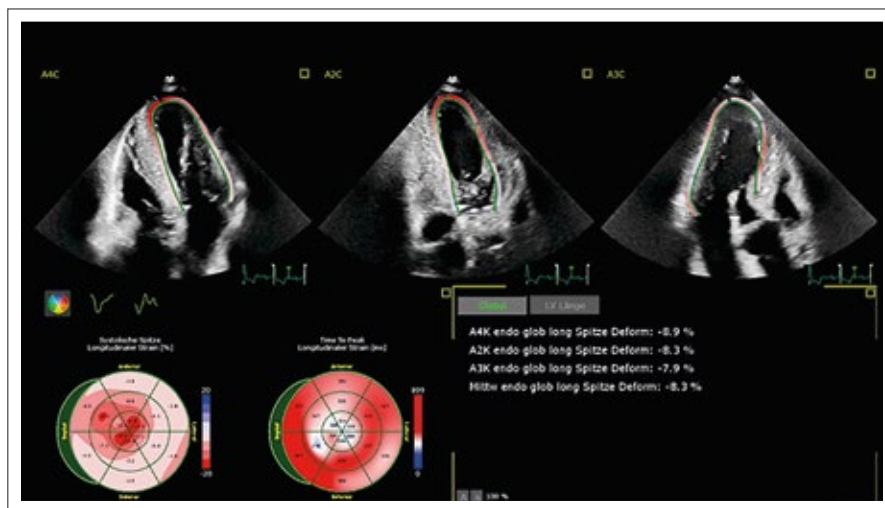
Echokardiographie mit Messung des longitudinalen Strains: Für kardiale Amyloidose typisches Apical-sparing-Phänomen.
